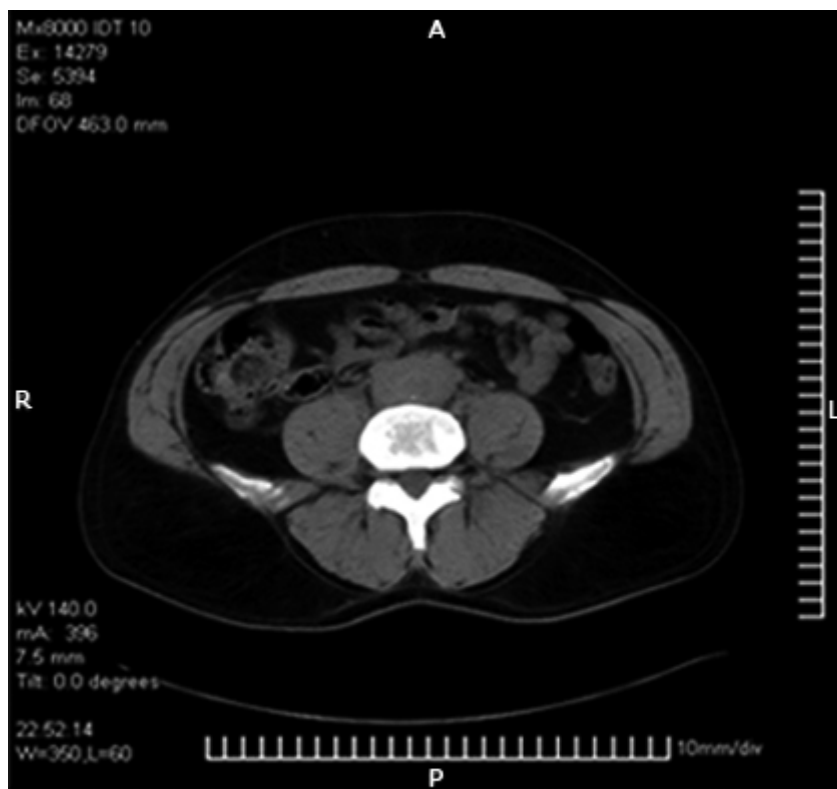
Tomografía axial computarizada de abdomen simple donde se muestra masa fibrótica hipodensa que engloba ambos uréteres, vena cava inferior y aorta abdominal.
